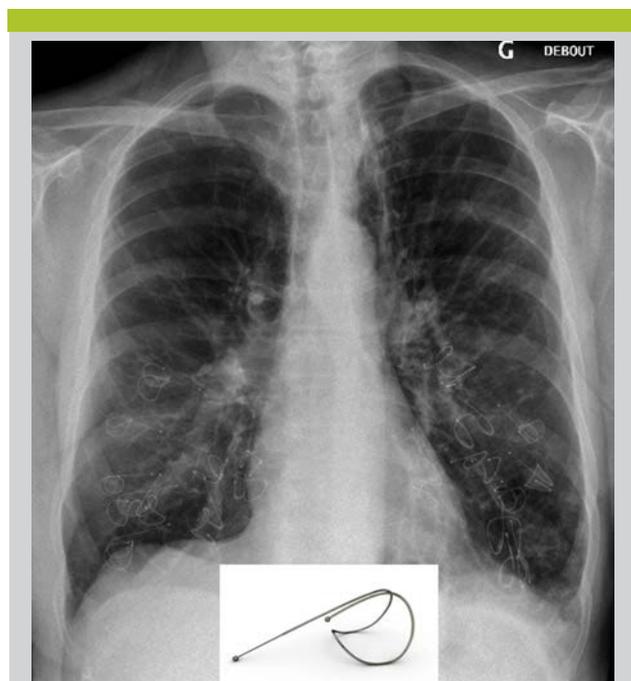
Radiographie du thorax après traitement bilatéral par coils
